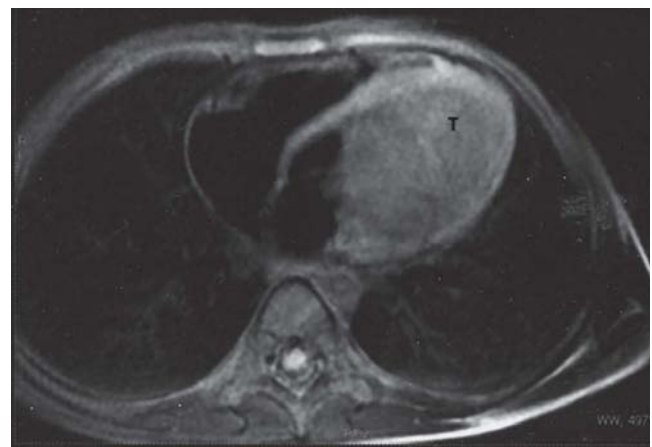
Ressonância magnética cardíaca: tumoração volumosa (T) hiperdensa e com sinal homogéneo, medindo 5,5 × 4,5 cm, distinta do miocárdio e emergindo da parede livre do ventrículo esquerdo.
